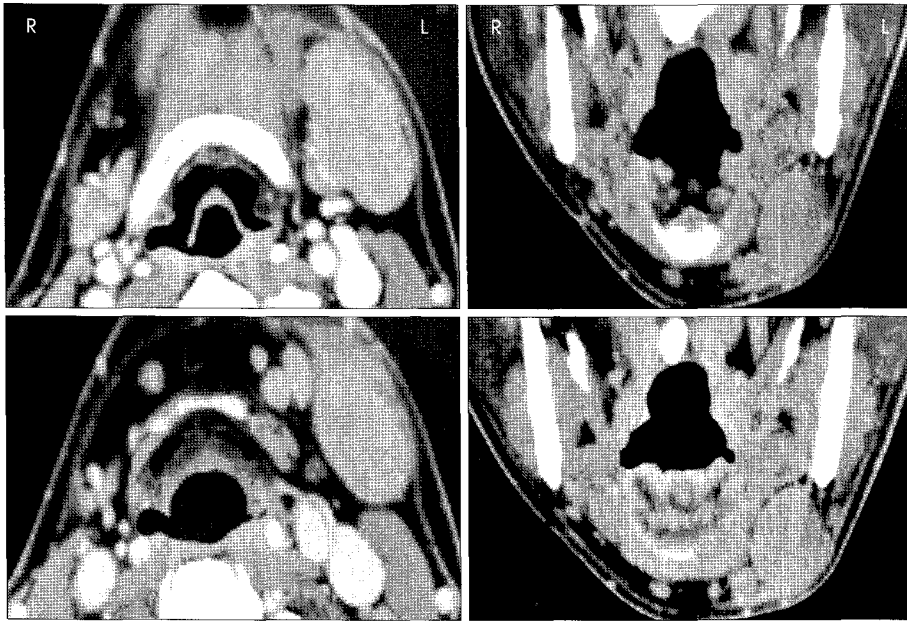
Contrast enhanced CT shows well margined, round, homogenously, highly enhanced mass in the left submandibular triangle.
